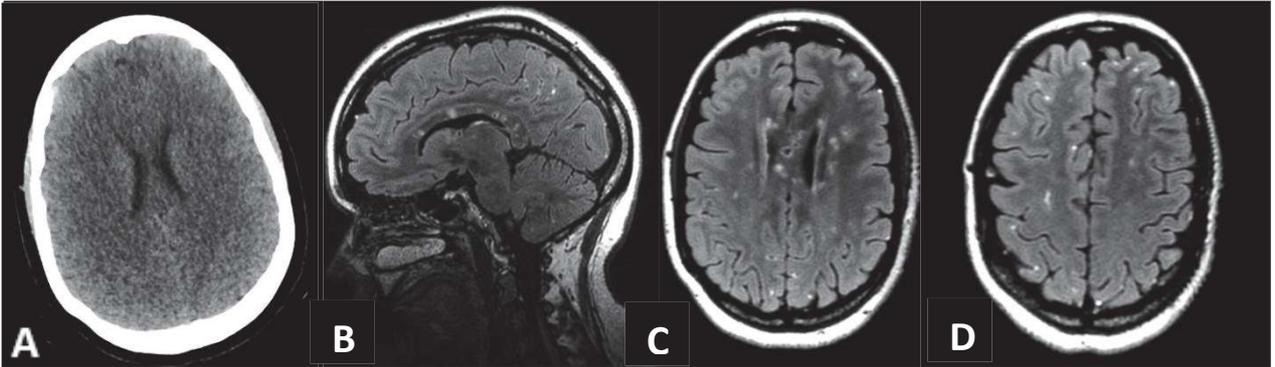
Syndrome de Susac : Absence d'anomalie notable en tomodensitométrie cérébrale, coupe axiale (A), hypersignaux sous corticaux et du corps calleux, prises de contrastes léptoméningées, IRM cérébrale, coupe sagittale séquence FLAIR après gadolinium (B) et axiales séquence FLAIR après gadolinium (C, D).
